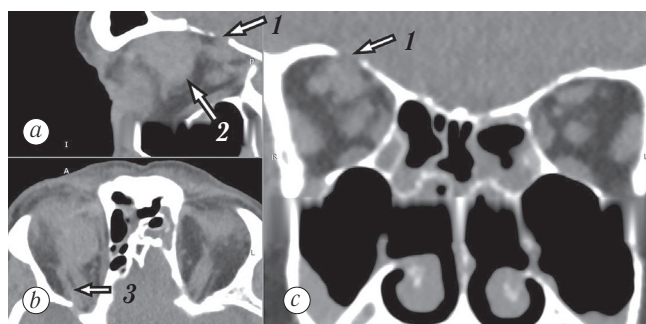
Компьютерная томограмма глазниц в сагиттальной (a), аксиальной (b) и корональной (c) проекциях. 1 — предполагаемое место дефекта верхней стенки глазницы, 2 — новообразование глазницы, 3 — тяж к новообразованию глазницы (указано стрелкой)
